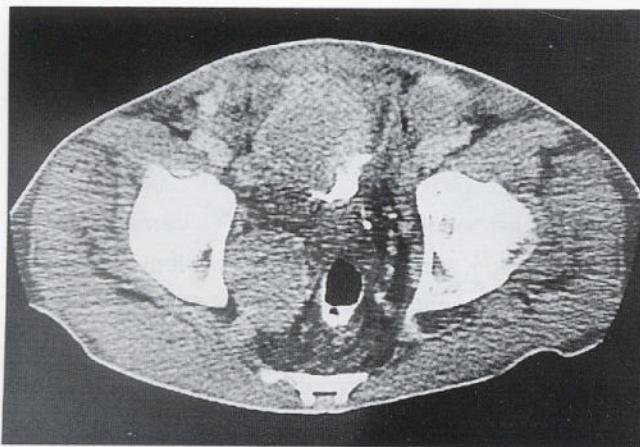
Pelvic CT scan reveals multiple external and internal iliac lymph node enlargements confirmed malignant lymphoma.
